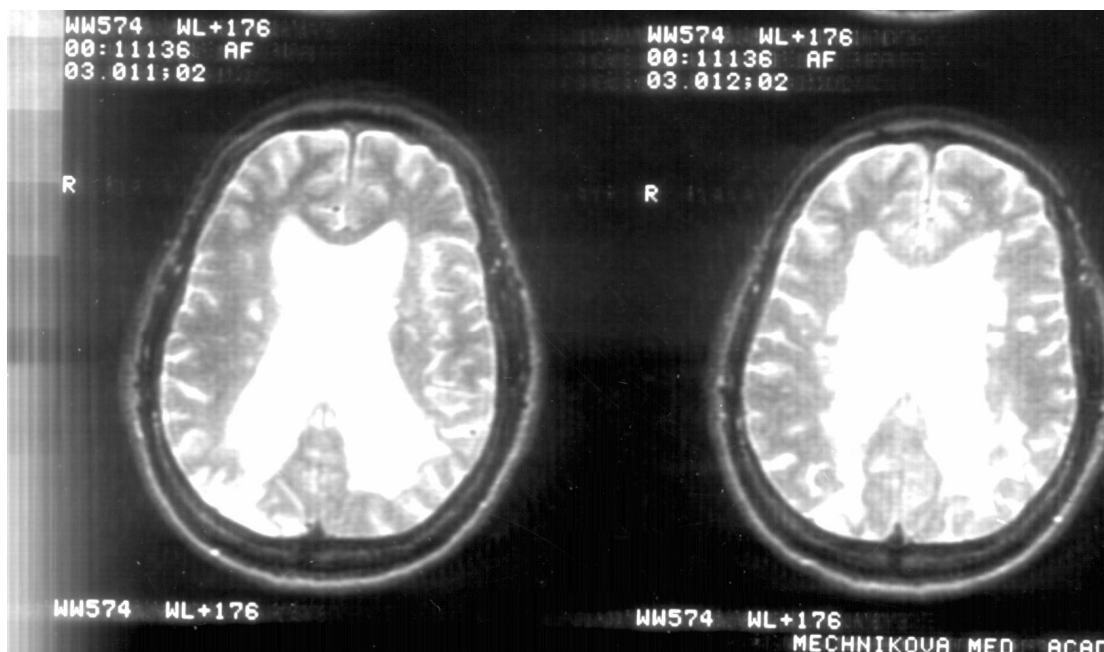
Больная Е.,. T2 взвешанная томограмма головного мозга.
